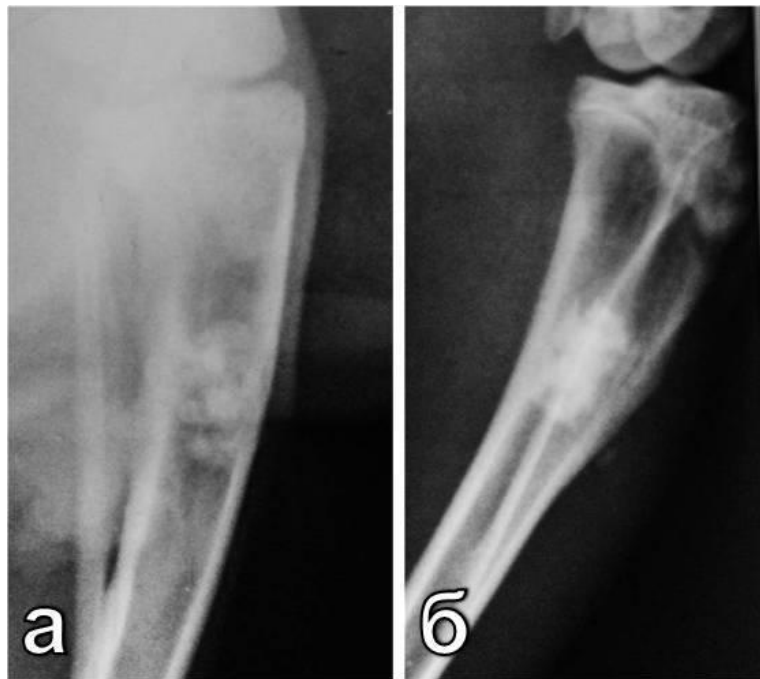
Контрольные рентгенограммы на 45-е сутки после замещение дефекта ТКФ-ГА: а – группа 2В; б – группа 2Ф
